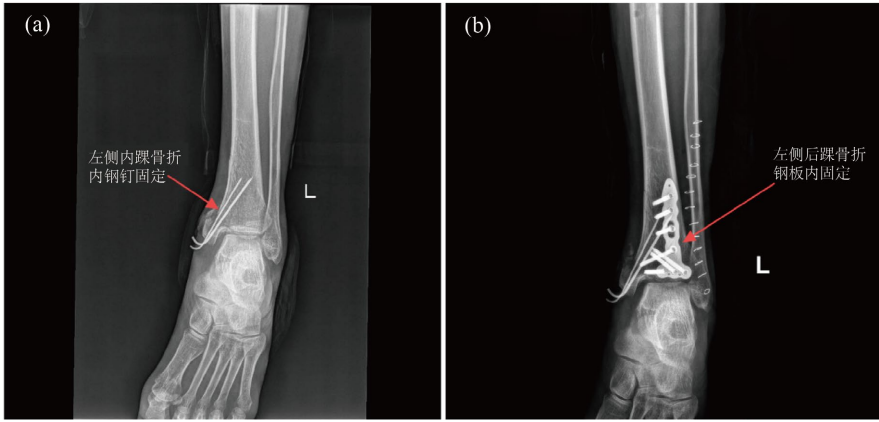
X-ray of left ankle joint. (a): Pre-operative X-ray; (b): Post-operative X-ray
